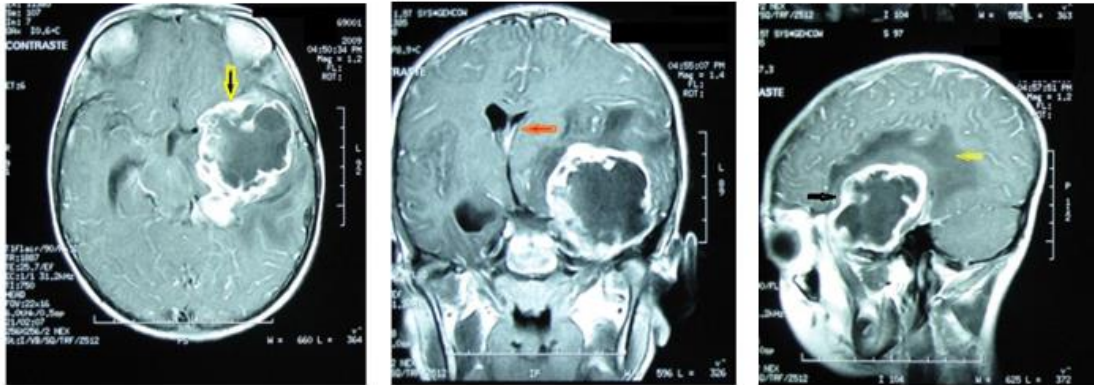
Vistas axial, coronal y sagital (de izquierda a derecha) en imagen de RM con secuencia FLAIR de un glioblastoma en el que se muestra el desplazamiento de estructuras (flecha naranja) y el edema causado por el tumor (flechas amarillas) (Lustgarten Dr.Leo)
